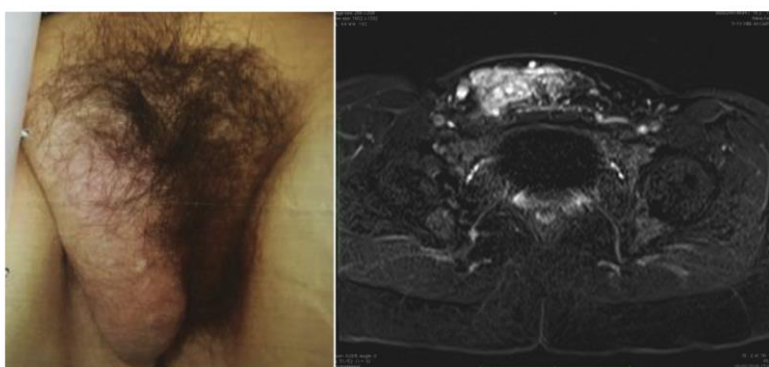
Imagen clínica y RM de malformación arteriovenosa vulvar a nivel de labio mayor en paciente de 16 años.
